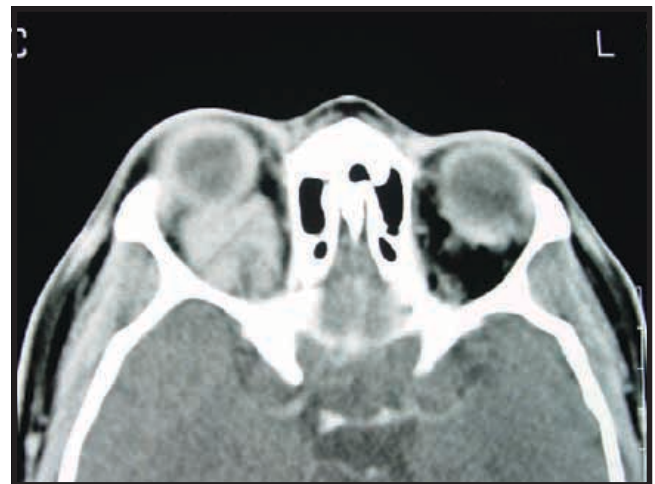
TAC con contraste. Masa intraconal en órbita derecha con desplazamiento axial del globo ocular, con densidad similar a la de los músculos extraoculares. Captación de medio de contraste y enmascaramiento parcial del nervio óptico. No se aprecia compromiso óseo ni intraocular.
